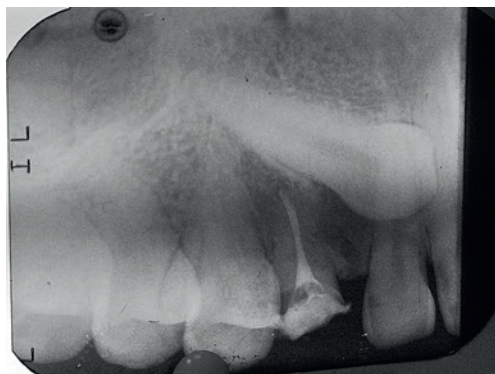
Прицельный рентген 1.3 зуба до его удаления.
